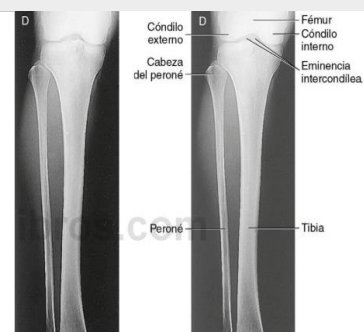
Radiografía AP de Pierna
